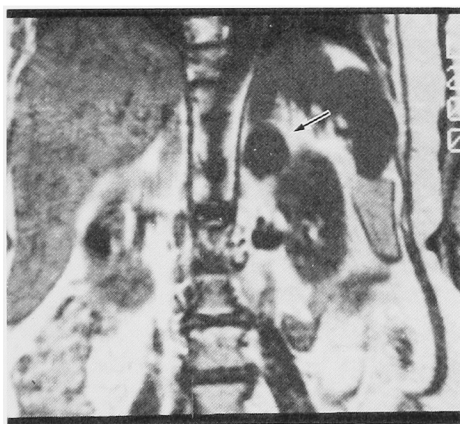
MRI: T1-WI in the coronal plane shows low intensity mass separated from the kidney.
